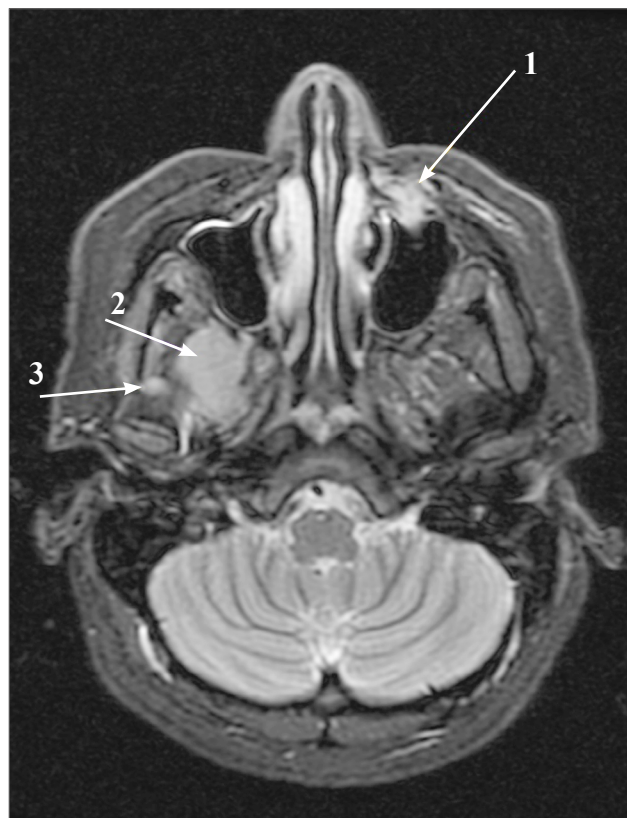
МРТ голови у режимі STIR без контрастного підсилення (1 – інфраорбітальний нерв зліва, 2 – права підщелепна гілка трійчастого нерва (V3) у підскроневій ямці, 3 – одна із гілок V3 нерва)
